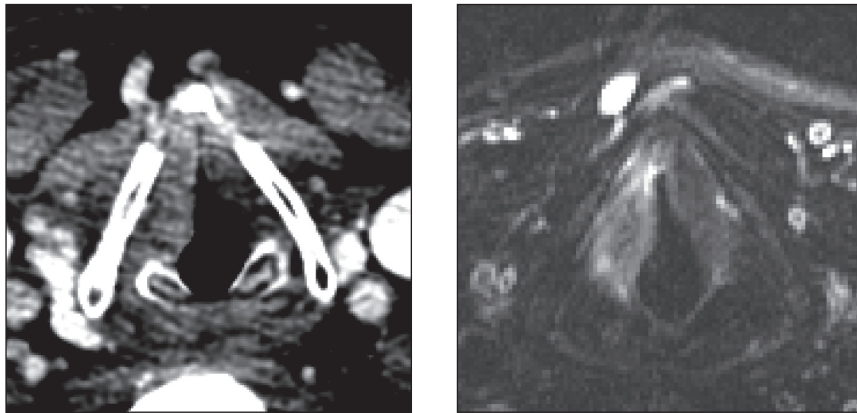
Coupe axiale dans le plan des CV en scanner (fenêtres parties molles) et IRM T2 FS. Le scanner montre une lésion de la CV droite sans atteinte de la commissure antérieure. L'IRM montre une atteinte de la CV droite jusqu'à la commissure antérieure, sans infiltration en profondeur.
